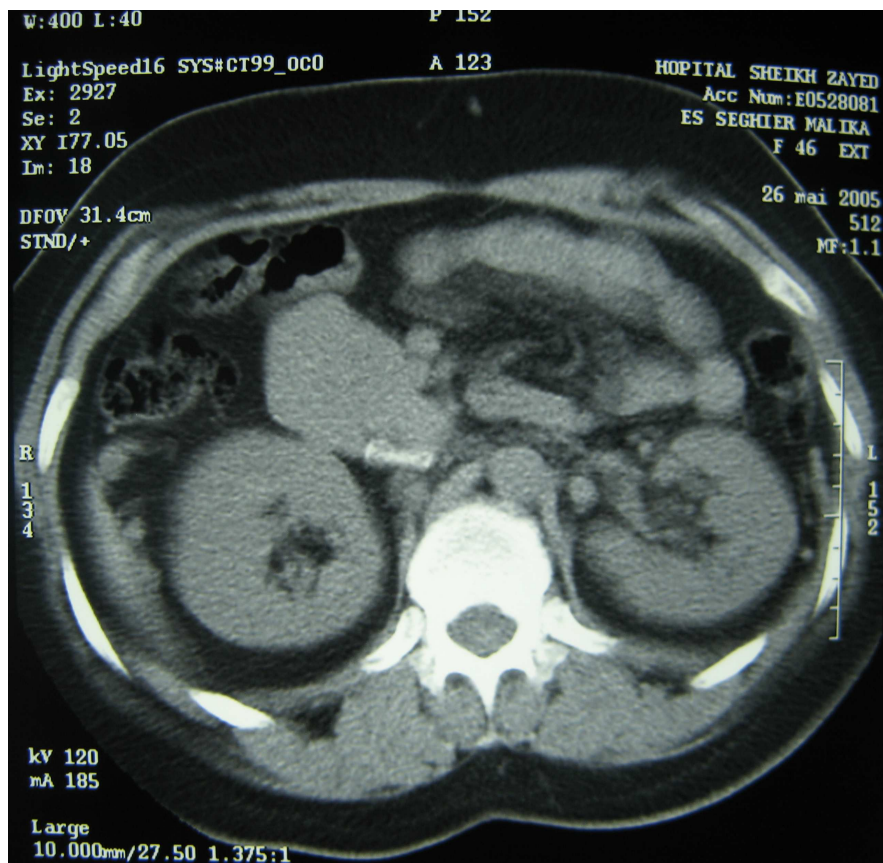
TDM abdominale sans injection de produit de contraste, coupe axiale, montrant la métastase pancréatique de leiomyosarcome de la veine cave inférieure. (observation n°5)
